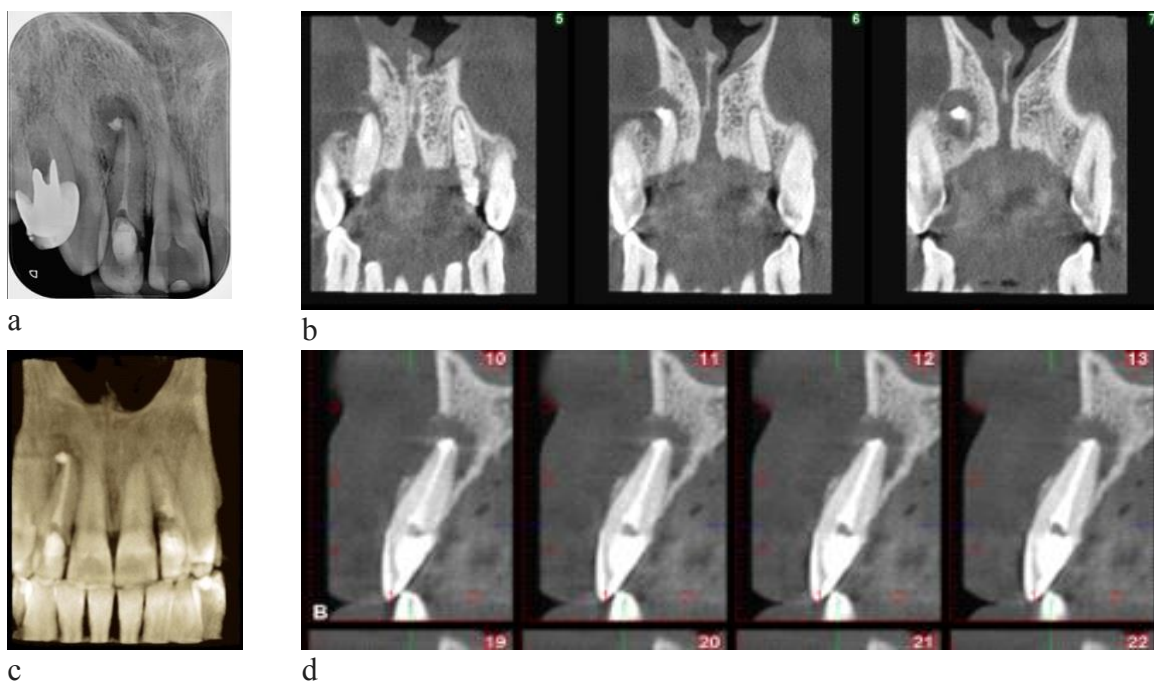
Leziune periapicală 1.2. Radiografie periapicală digitală(a); CBCT reconstrucție coronară (b); Reconstrucție 3D CBCT (c); reconstrucții paraaxiale CBCT (d) care evidențiază tratamentul endodontic corono-radicular cu discretă depășire apicală și leziunea periapicală cu distrucția marginii vestibulare a alveolei dentare (cazuistică personală)
